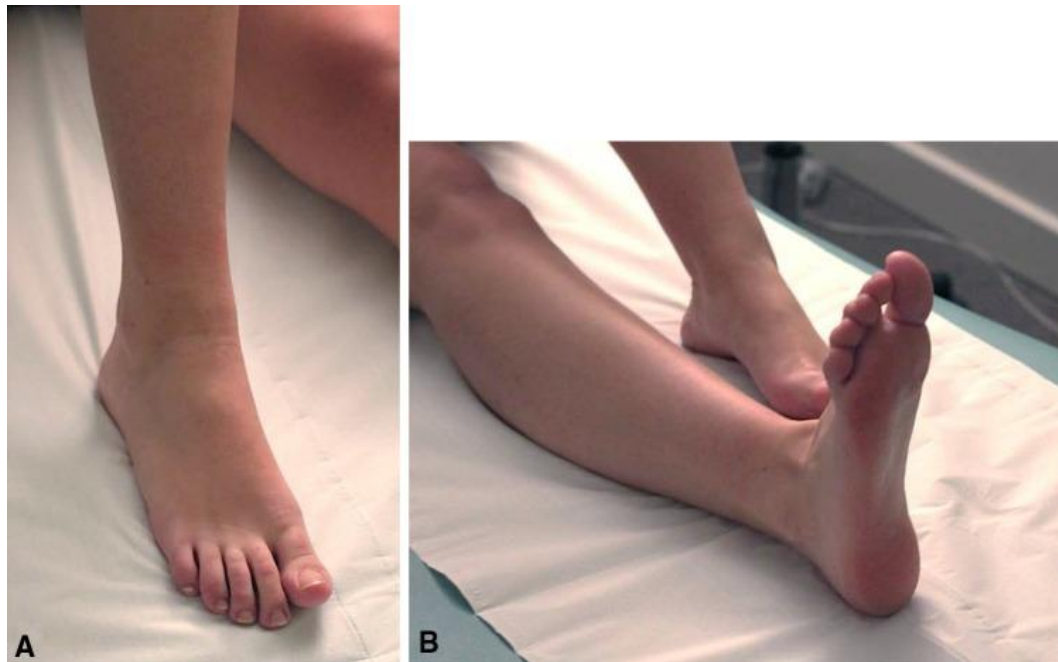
posizioni in cui viene messo l'arto in esame del paziente per la valutazione ecografica[3]
